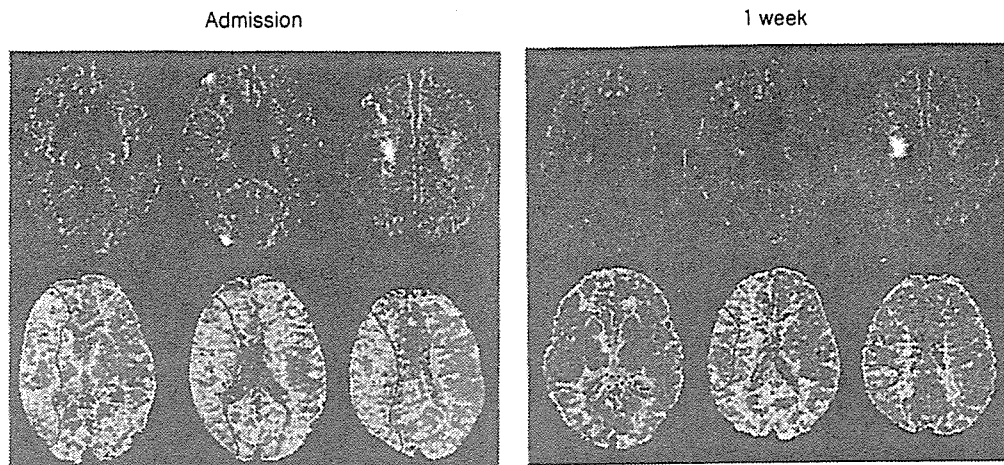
症例5の拡散強調画像(DWI:上段)および灌流強調画像(PWI:下段)
